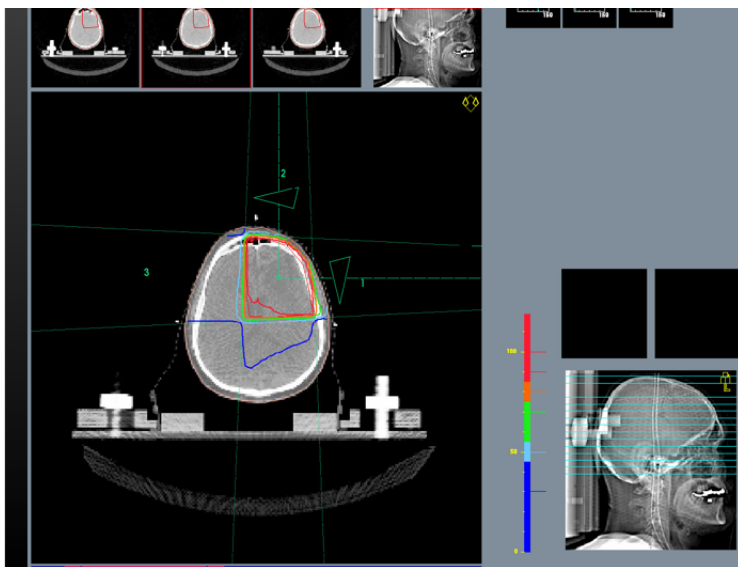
Bestrahlungsplanung Planungs-CT Quelle: Klinikum E.v.B. Strahlentherapie
